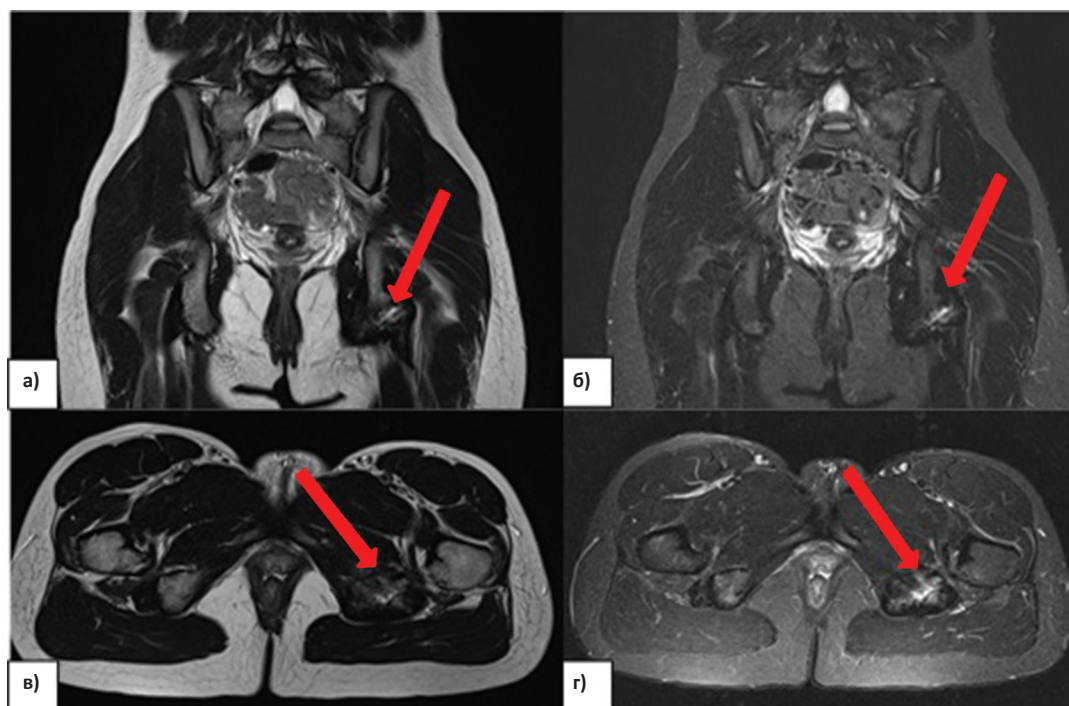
МРТ таза. Фронтальная проекция в T_2 (а) и T_2FS (б) режимах соответственно. Аксиальная проекция в T_2 (в) и T_2FS (г) режимах соответственно. Стрелками указаны зоны интереса
